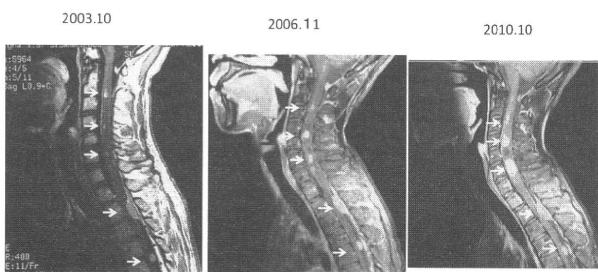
症例 1 の脊髄 MRI の経時的变化 (1)
